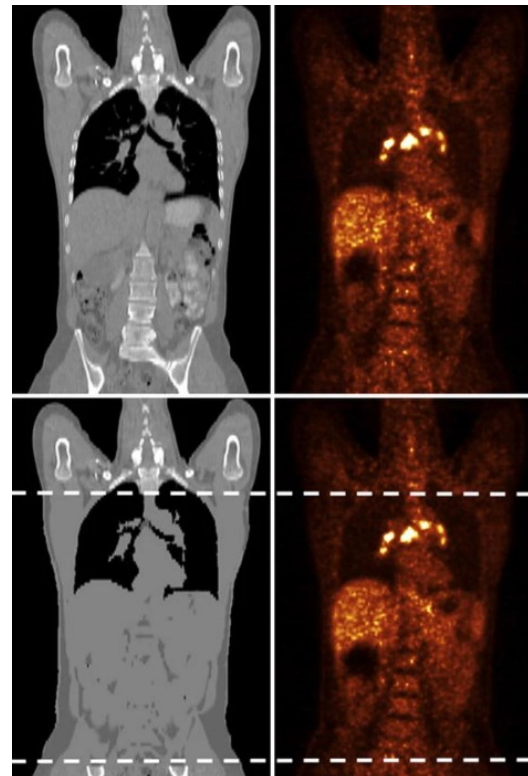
confronto fra la correzione per CT (in alto, con la mappa a sinistra e l'immagine corretta a destra), e la correzione per segmentazione (in basso, tra le linee tratteggiate), dallo studio di Martinez-Moller et al., in cui è evidente l'errore di segmentazione sotto al polmone sinistro. Immagine da [13].
